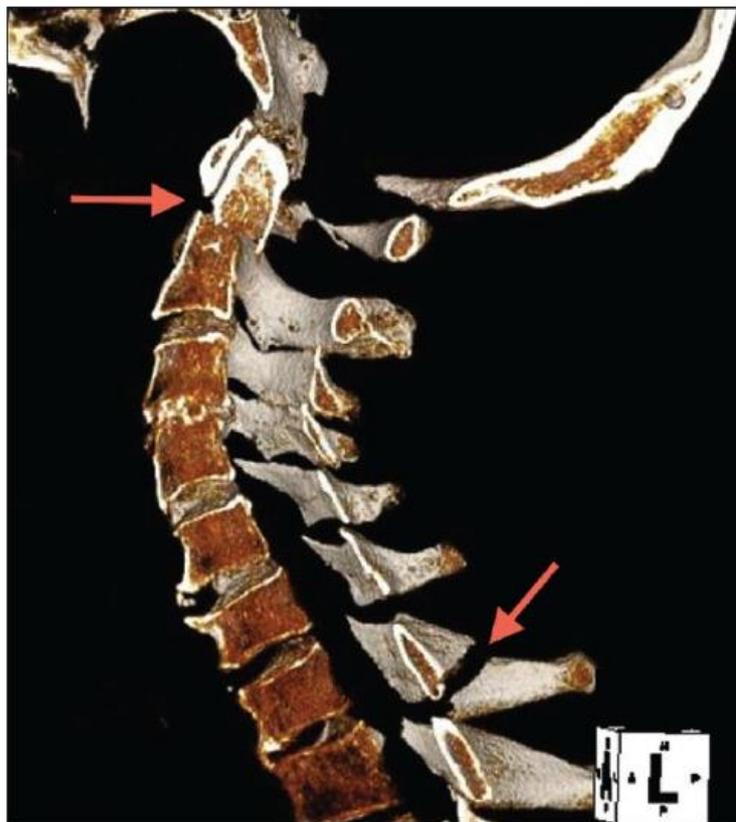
3D-CT-Rekonstruktion, Anterolaterale Ansicht, Befund: Fraktur des hinteren Bogens von C1, Typ 3 Dens-Fraktur, Fraktur des Processus Spinosus C7 (Atik et al. 2012)
